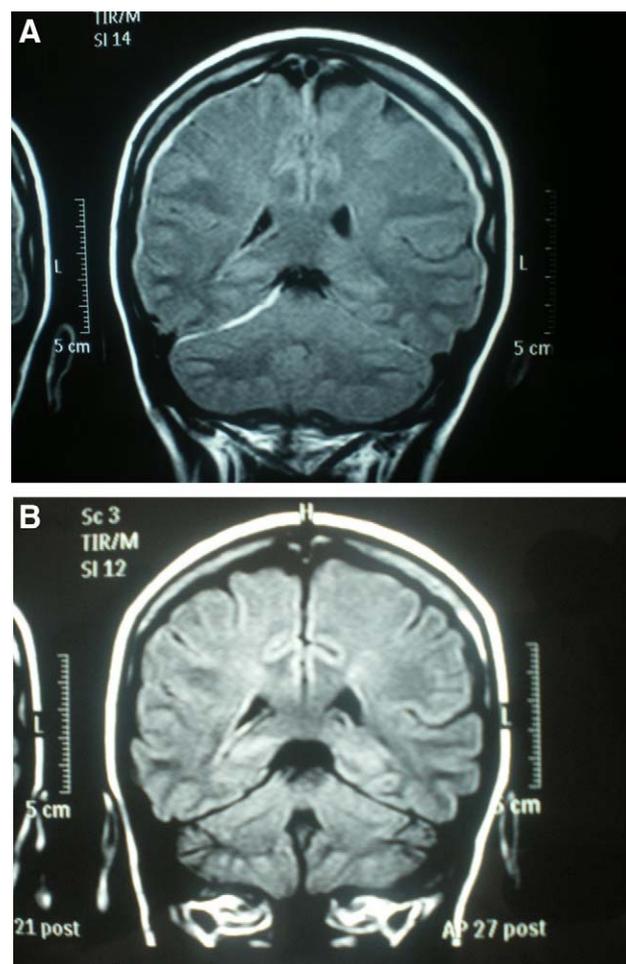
A) RM craneal. Corte coronal en secuencia FLAIR en el que se aprecia una colección de LCR en el espacio subdural infra y supratentorial. B) Mismo corte en RM practicada 2 meses después donde se aprecia la resolución de dicha colección.
